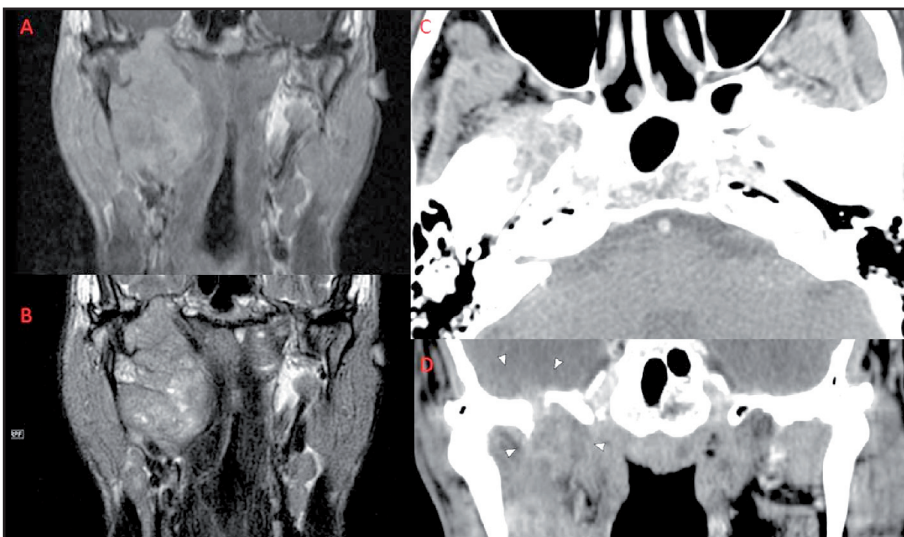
A y B: RM coronal en secuencias T1 FSE con gadolinio y T2 FSE que muestran masa polilobulada en el espacio parafaríngeo derecho de 7 x 5 x 4 cm; cranealmente alcanza el suelo de la fosa temporal. C y D: TC de cráneo con reconstrucción en coronal donde se objetiva un gran defecto óseo que afecta al ala mayor del esfenoides derecho con destrucción del foramen oval.
